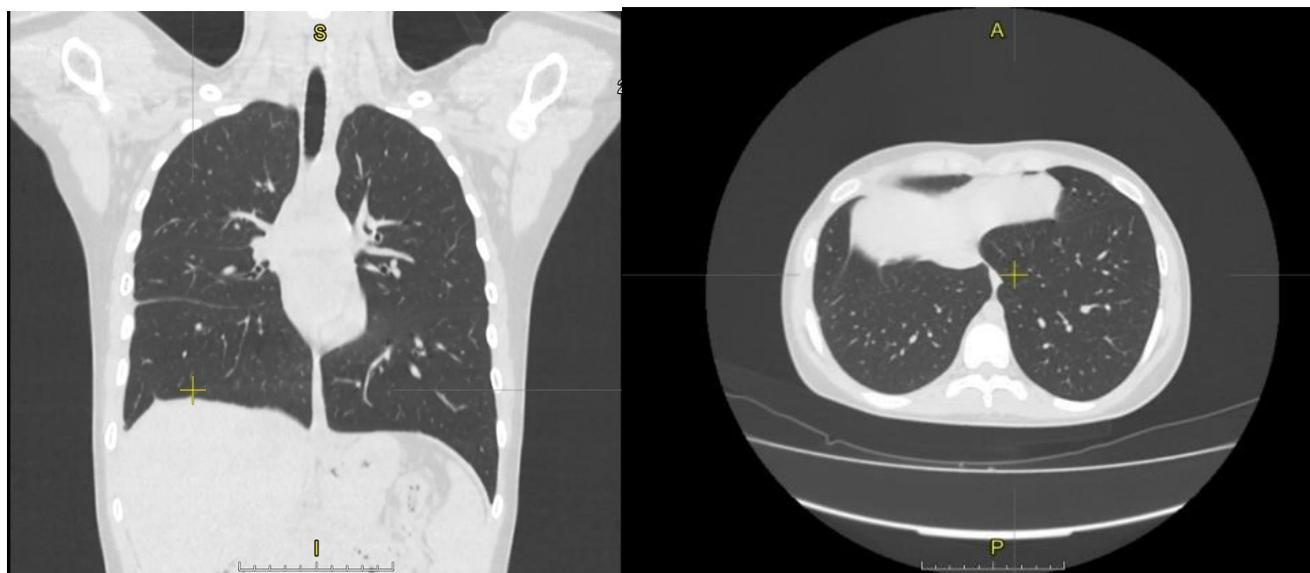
Компьютерная томограмма органов грудной клетки девочки С., 13 лет в конце интенсивной фазы химиотерапии. Рассасывание экссудативного плеврита справа
